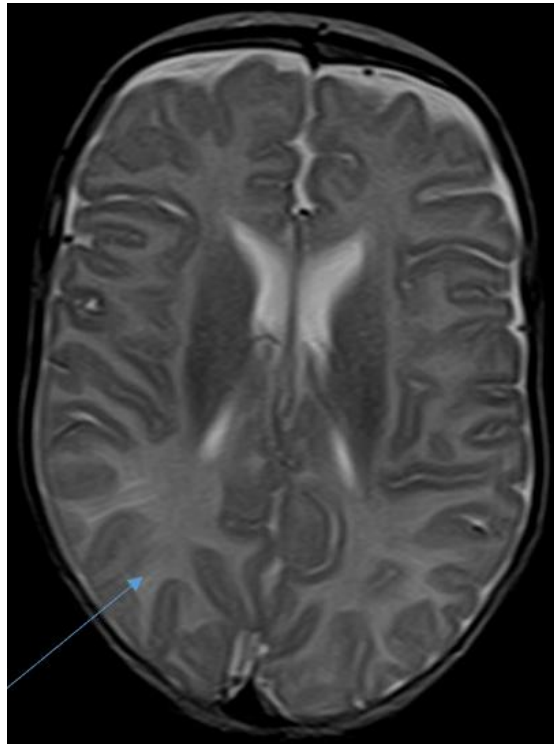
МРТ головного мозга. Аксиально, T2. Повышение интенсивности сигнала T2-ВИ в перивентрикулярных зонах в затылочных отделах
